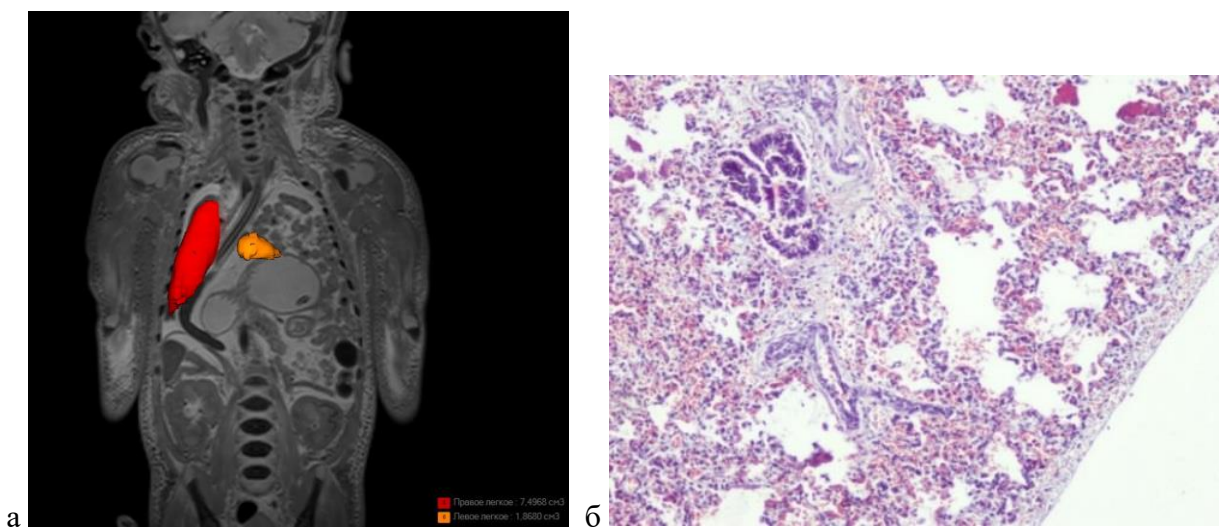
Характеристика легких при ВДГ (группа I). а – МР томограмма, комбинированное T2-ВИ с объемными реконструкциями правого (красный цвет) и левого (оранжевый цвет) легкого, б – микроскопический препарат, гипоплазия левого легкого, окраска гематоксилином и эозином, ув. 100
